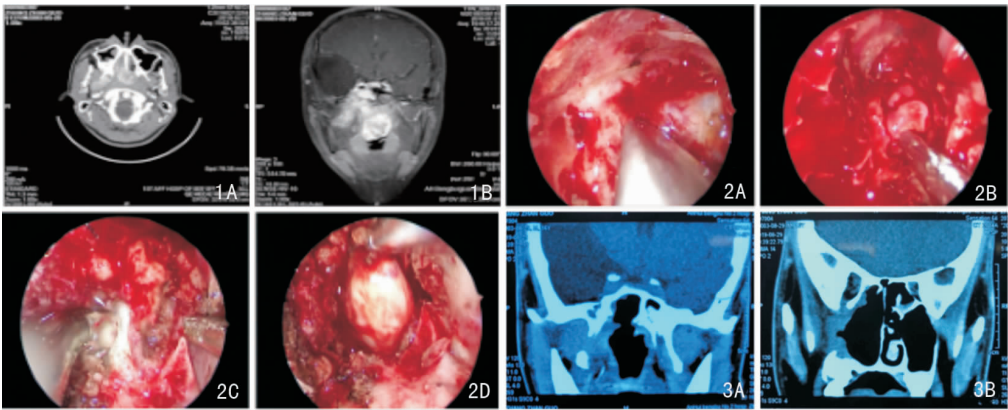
鼻咽纤维血管瘤患者术前影像学检查示鼻咽部、蝶窦、翼腭窝、颞下窝、翼窝占位,翼突骨质破坏;右侧颞极蛛网膜囊肿 1A:水平位CT;1B:冠状位MRI 图2 鼻咽纤维血管瘤术中内镜图 2A:开放上颌窦后壁;2B:开放蝶窦;2C:翼内板、翼外板之间显露瘤体;2D:取出翼窝内的肿瘤 图3 鼻咽纤维血管瘤术后6个月CT复查 3A、3B:不同平面冠状位CT
